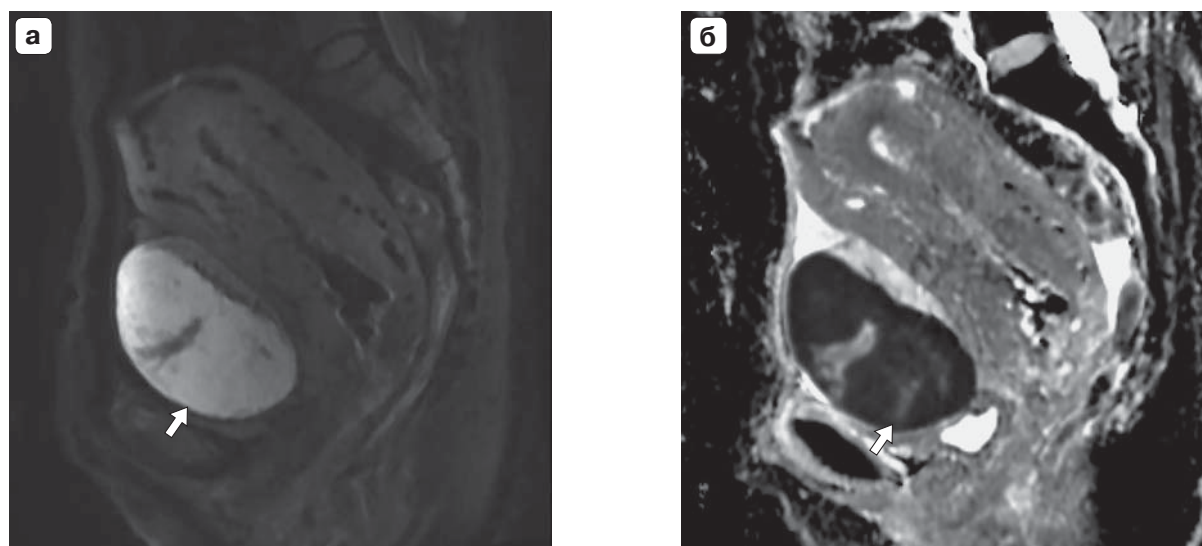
МРТ органов малого таза, сагиттальные срезы. а – на диффузионно-взвешенных изображениях ($b = 1000$); б – карте коэффициента диффузии (ADC) выраженное ограничение диффузии в структуре опухоли, что характерно для злокачественного процесса.
